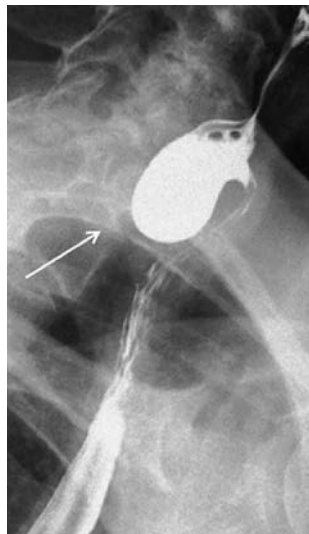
Прицельная рентгенограмма глоточно-пищеводного перехода в левой косой проекции. Дивертикул Ценкера III ст. по Brombart. По задней стенке глотки округлое выпячивание (белая стрелка) более 1 см без признаков сдавливания пищевода.
